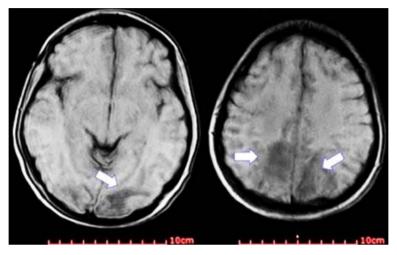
Estudio vascular y cerebral por resonancia magnética T1, que informa áreas hipointensas corticosubcorticales parietooccipitales bilaterales en T1.
